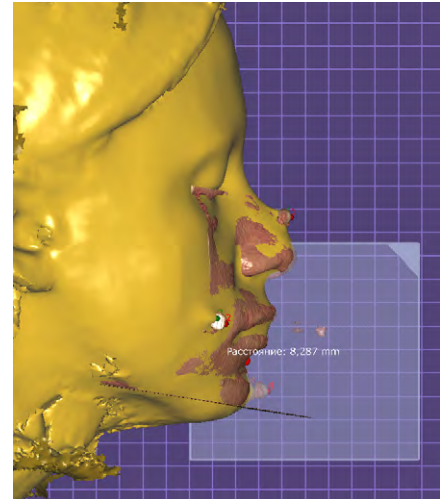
Расстояние между точками B—B', полученное при совмещении по реперным объектам данных компьютерной томографии с 3D-сканом лица ObiScanner в программе Exocad
